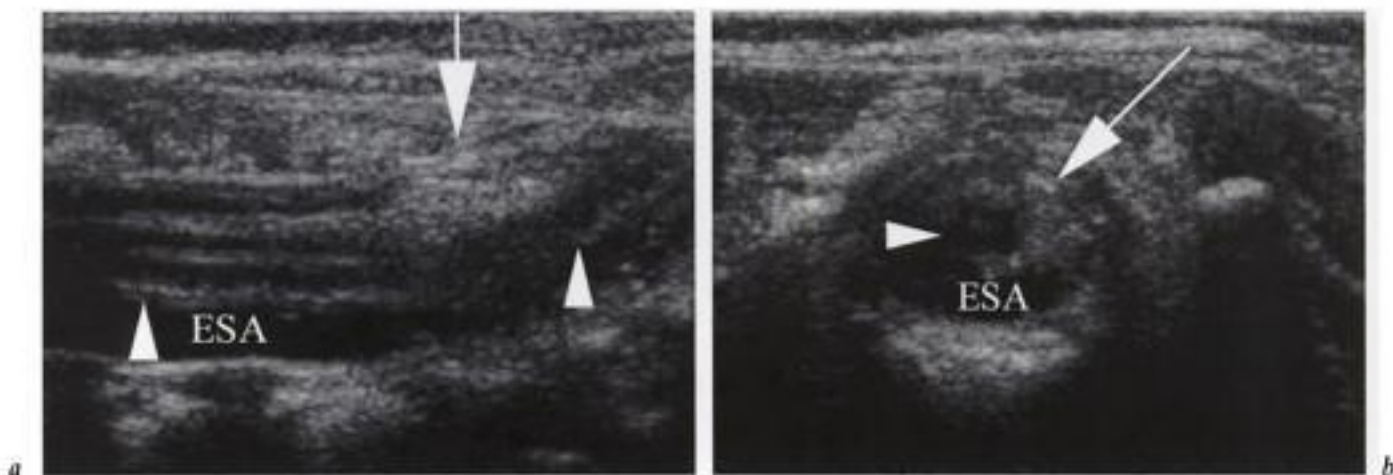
Lipomyélocèle. Coupes échographiques a) sagittale et b) axiale du canal lombosacré. Les espaces sous-arachnoïdiens antérieurs (ESA) sont fins. La moelle (têtes de flèche) est étirée et fixée dans le canal sacré par une masse hyperéchogène rétromédullaire (gros flèches) se prolongeant dans la graisse sous-cutanée et constituant le lipome.
